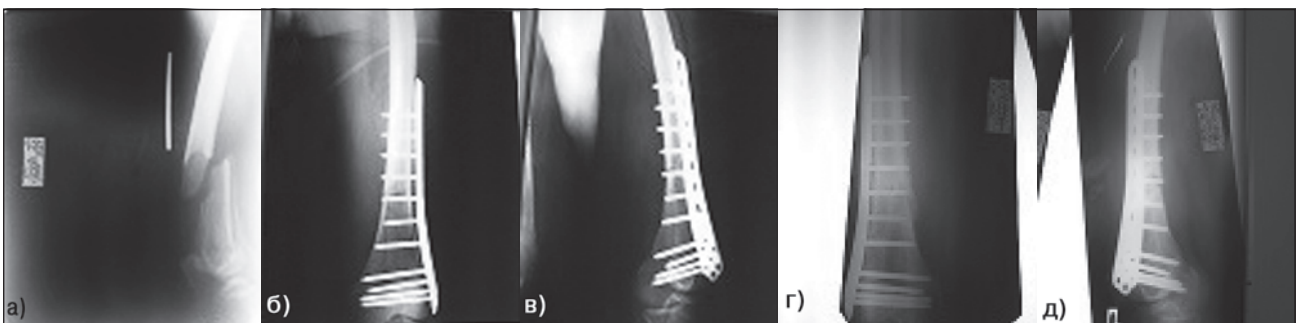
Хвора О., 64 роки. Діагноз: IC1, тип 0. Закритий уламковий перелом правої стегнової кістки зі зміщенням фрагментів. Фотовідбитки рентгенограми правого стегна при госпіталізації (а), після оперативного втручання (б, в), через 8 місяців з моменту травми (г, д)
